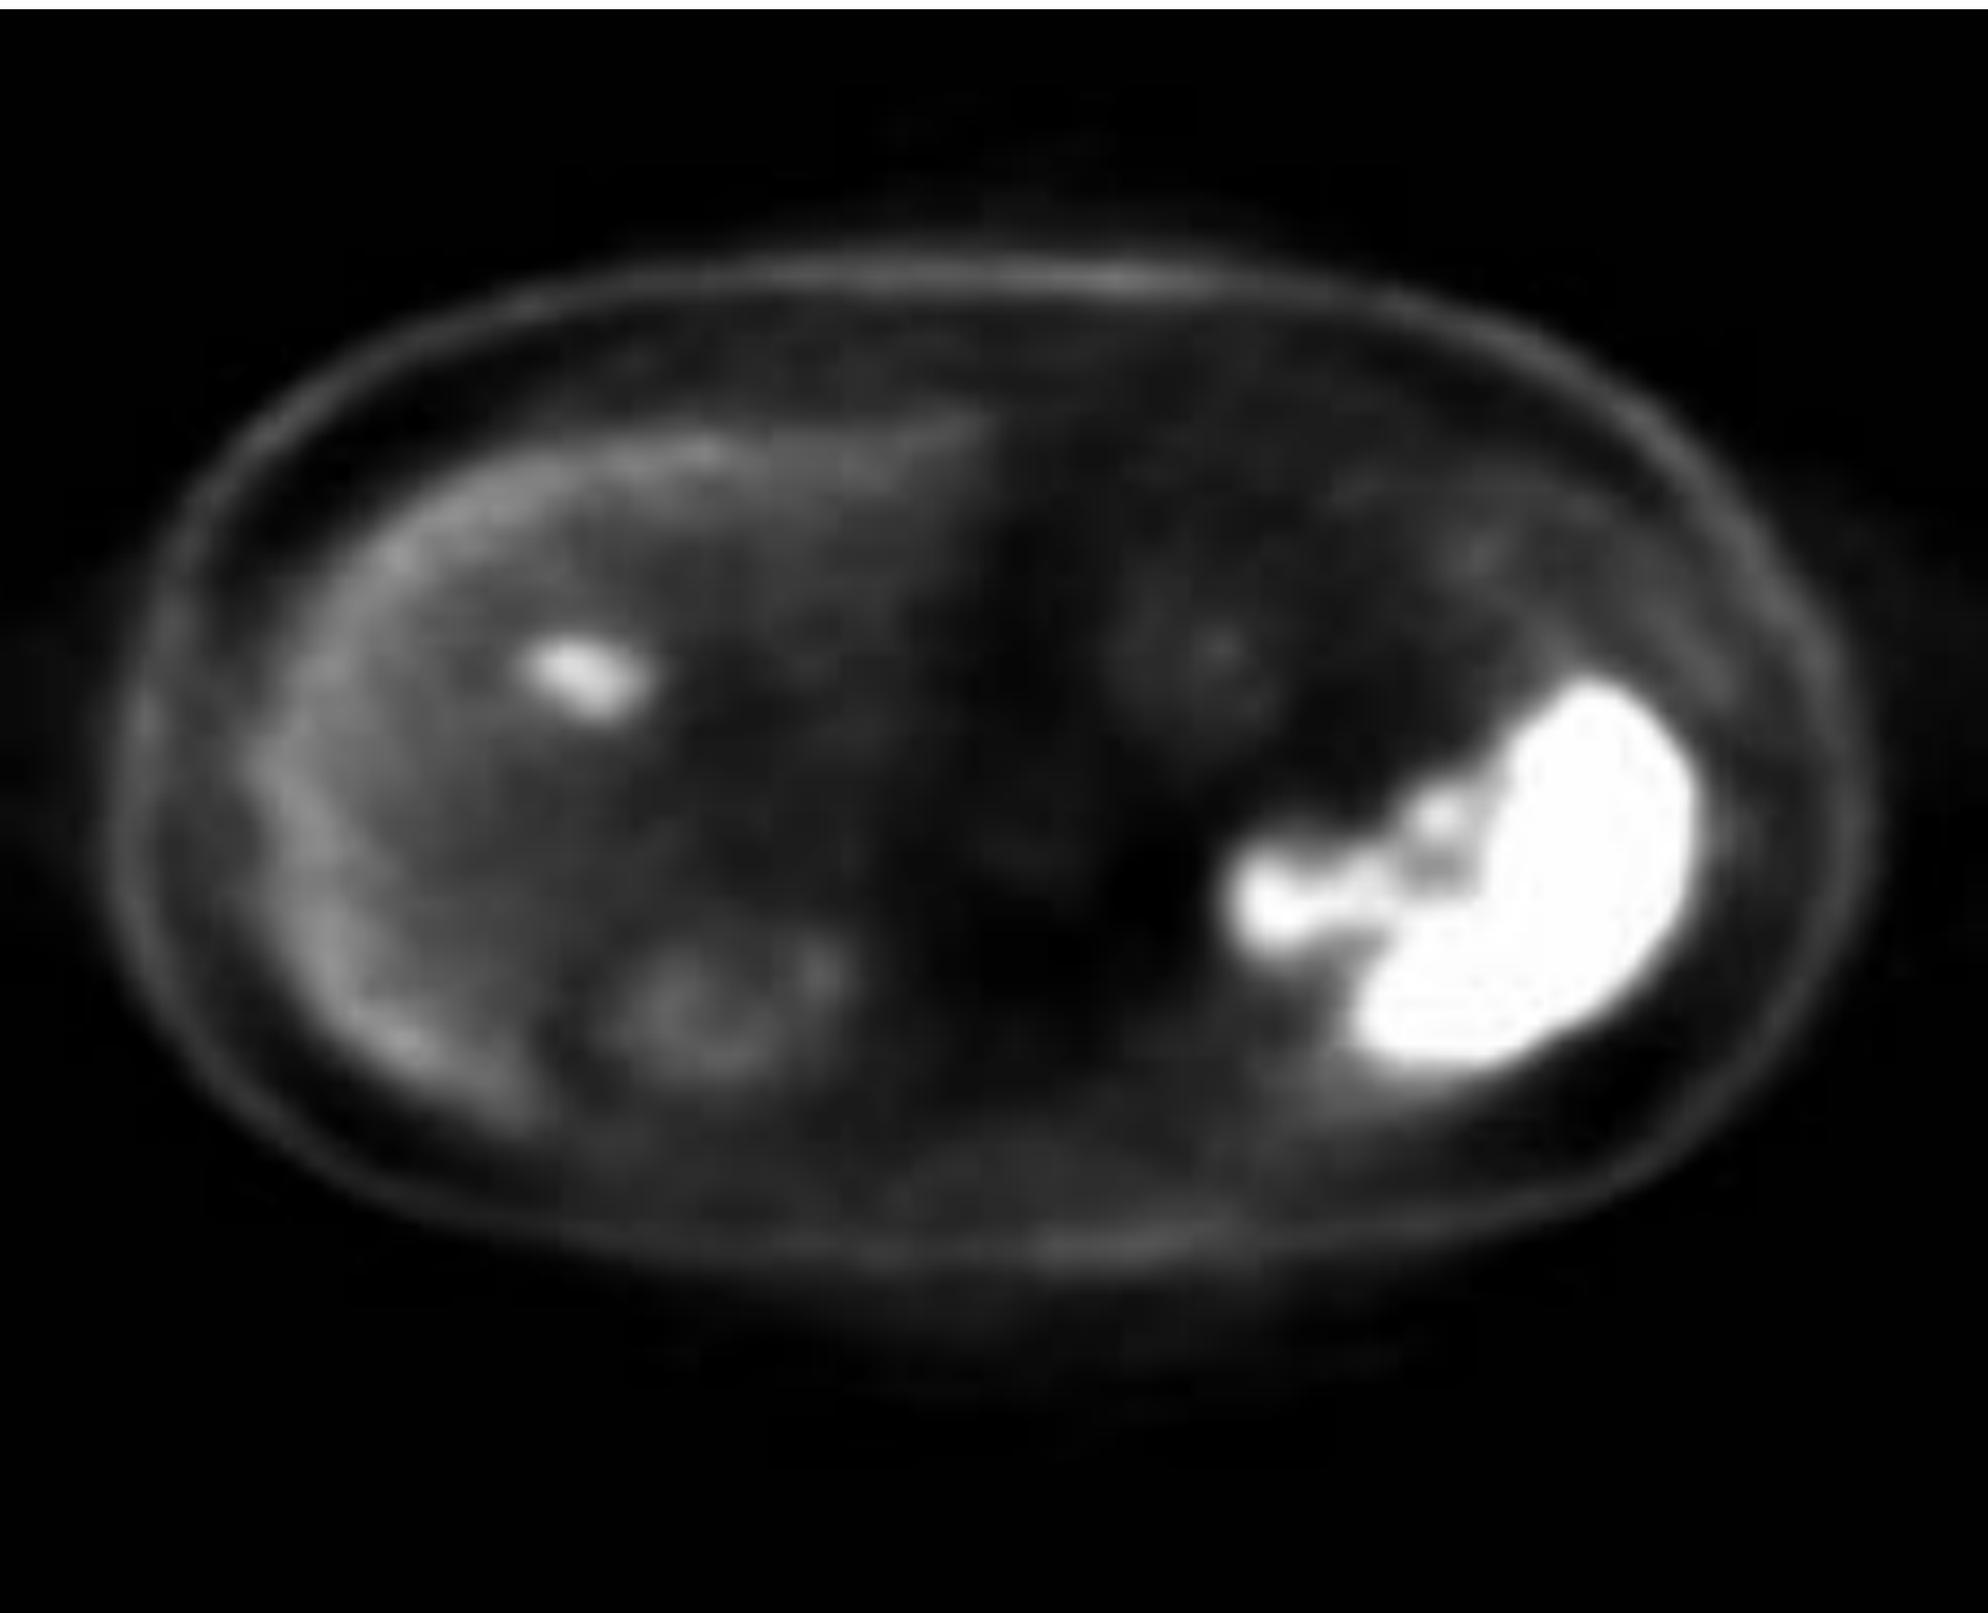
Imagen PET mostrando captación aumentada en segmento IVB hepático y difusa en bazo.
